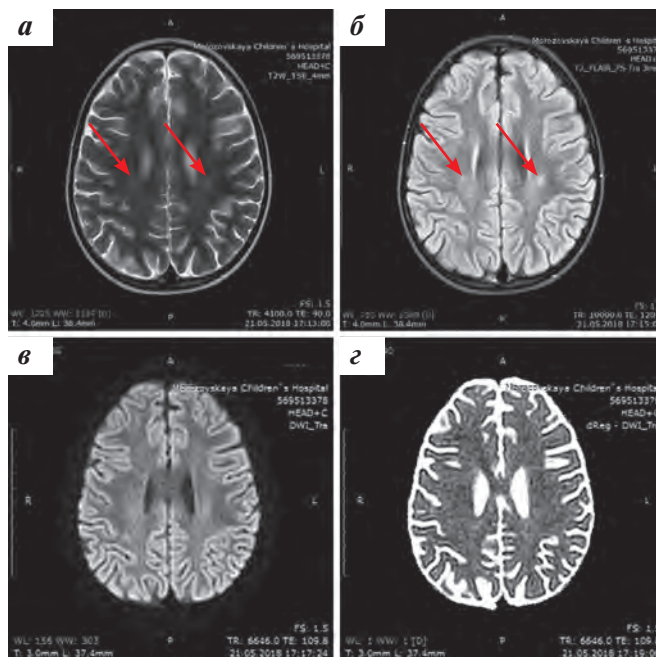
МР-изображения головного мозга пациентки X. в аксиальной проекции в режимах T2 (а), FLAIR (б), ДВИ (в) с ИКД (г). В режимах T2 и FLAIR отмечаются слабо выраженные глиозные изменения в области семиовальных центров с 2 сторон (указаны стрелками). Изменения в режиме диффузии не заметны
